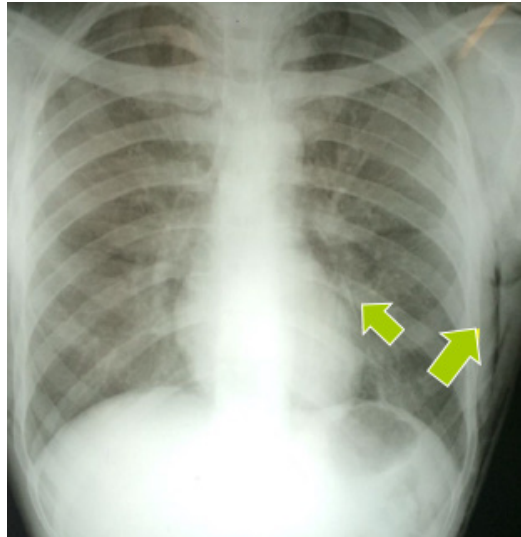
Radiografia de tórax - PA - Hipertransparências lineares sugestivas de pneumomediastino e enfisema subcutâneo no hemotórax esquerdo.
